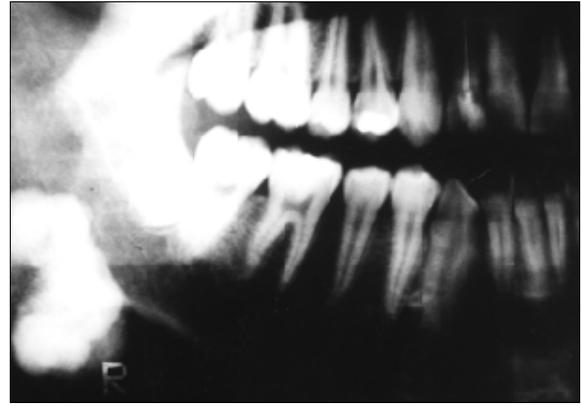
파노라마 사진상 타원형의 방사선 불투과상 종괴가 관찰된다.
